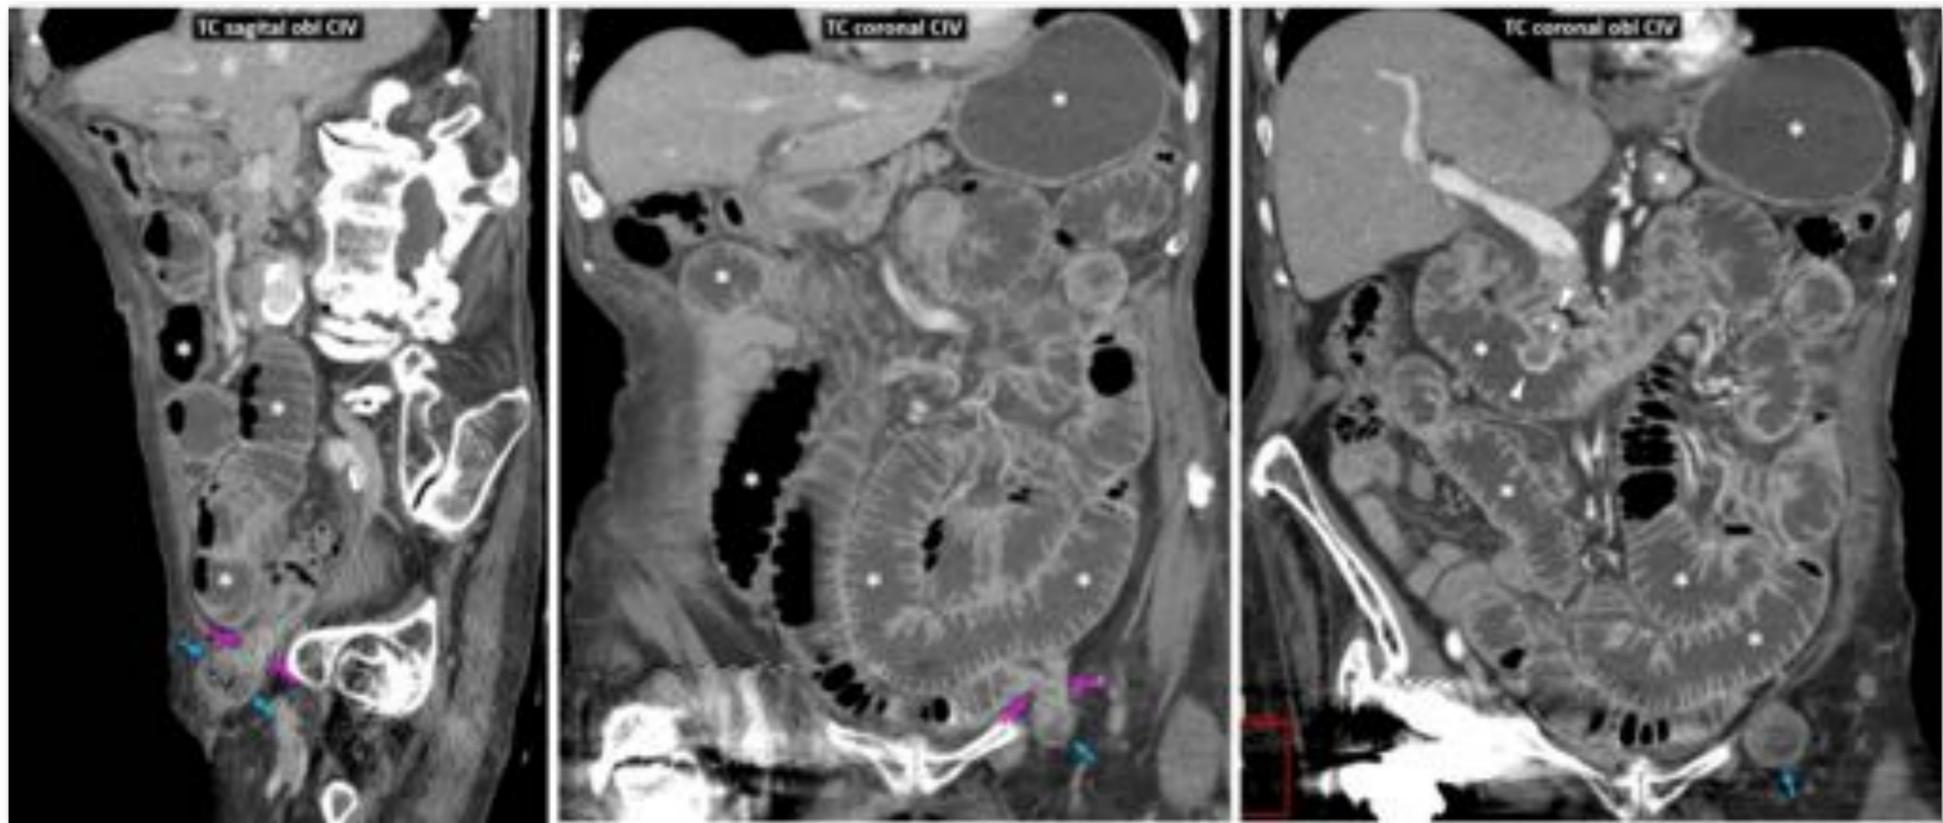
Hernia crural izquierda obstructiva viable pese a dudas en TC. Hallazgo incidental de GIST duodenal. Mujer de 89 años. Dilatación de estómago, duodeno y yeyuno proximal (*) por hernia femoral de anillo estrecho (flechas rosas) con tramo corto de yeyuno distal con dudas respecto de la viabilidad mural (áreas con aspecto hipoperfundido marcadas con flechas azules). Hallazgo incidental de tumor submucoso en la rodilla duodenal (cabezas de flecha), facilitado por la dilatación intestinal. Cirugía: el tramo herniado es congestivo, pero se recupera sin resección. Se extirpa un pequeño GIST duodenal.*
